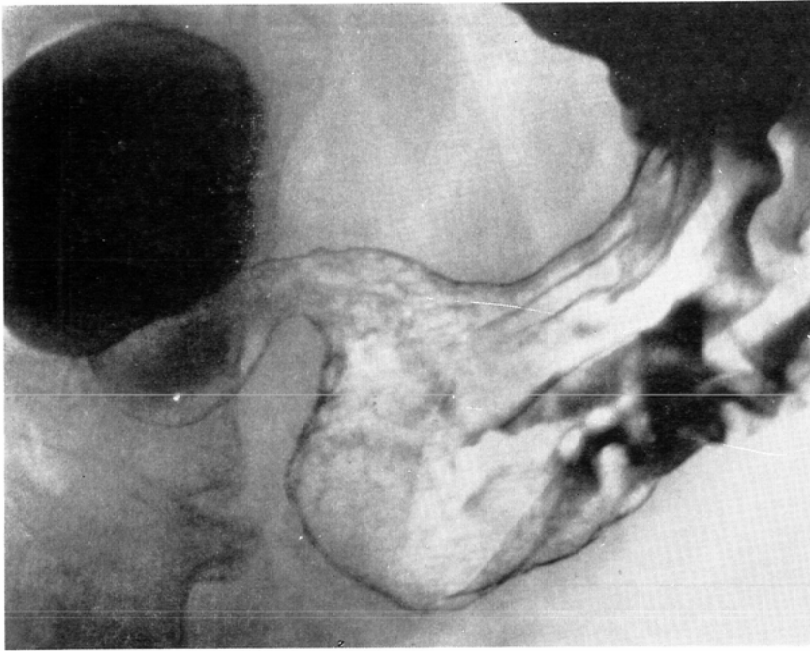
Double contrast radiograph of early cancer, Case 9.
